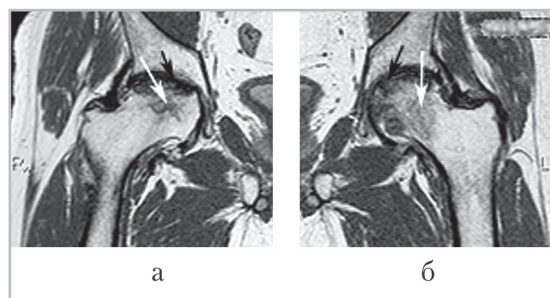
Магнитно-резонансная томограмма тазобедренных суставов пациента М., 30 лет, с ревматоидным артритом в корональной проекции в режиме PDW: *а, б* — отмечается деформация головок, с вдавленными субхондральными переломами (*черные стрелки*); визуализируются зоны отека костного мозга (*белые стрелки*), распространяющиеся до шеек бедренных костей (3-я стадия)
